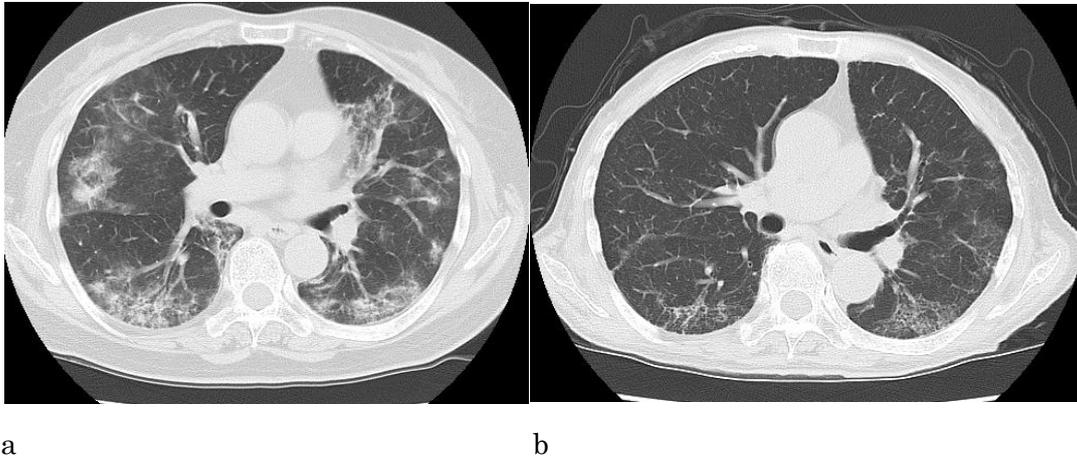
胸部 CT 画像 (a: 9年前の急性増悪時, b: 当院初診時)
